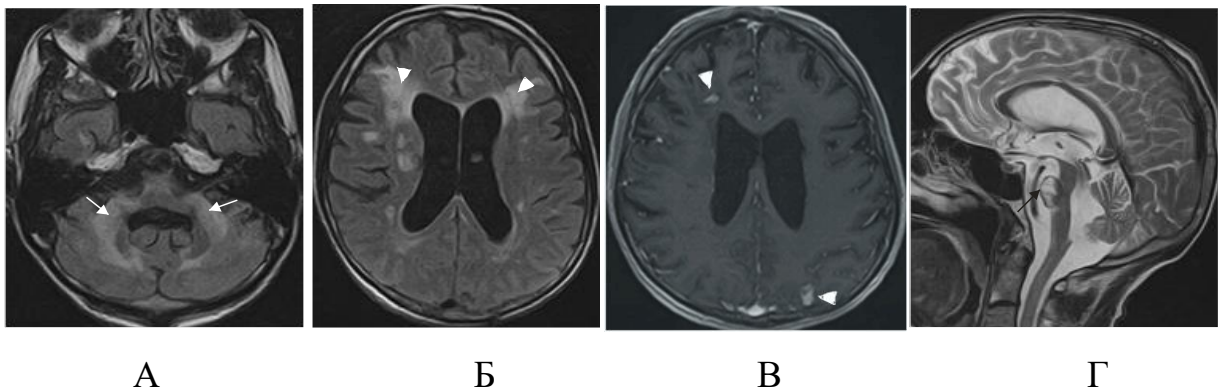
Пациент Н., 43 года (И/б 2036). Церебральный токсоплазмоз, ПМЛ, СВИ. Начало АРТ 26.01.2018. На момент инициации АРТ CD4-28кл/мкл (2%), вирусная нагрузка 550372 коп/мл. В мае 2018 неврологический регресс: появилась слабость в левой ноге, руке. Снижение вирусной нагрузки до неопределяемой и увеличение CD4 до 97 кл/мкл. На МРТ от 08.08.2018г: А, Б - FLAIR, В – Т1 ВИ с контрастированием, Г – Т2 ВИ. Определяются диффузные изменения мозжечка по типу лейкоэнцефалопатии как проявление ПМЛ (белые стрелки). МР признаки многоочагового поражения головного мозга с нарушением ГЭБ (головки стрелок). МР признаки зоны кистозно-глиозных изменений Варолиево моста, наиболее вероятно, как последствия перенесенного ОНМК (черная тонкая стрелка)
